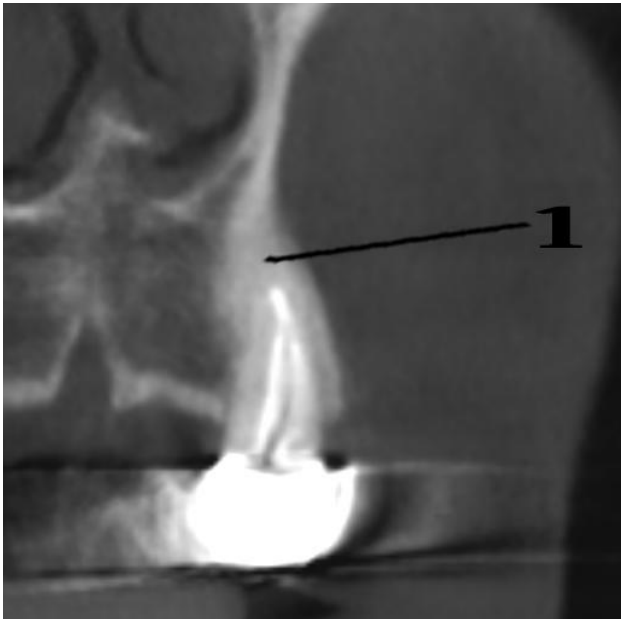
Тот же больной. Компьютерная томограмма.
